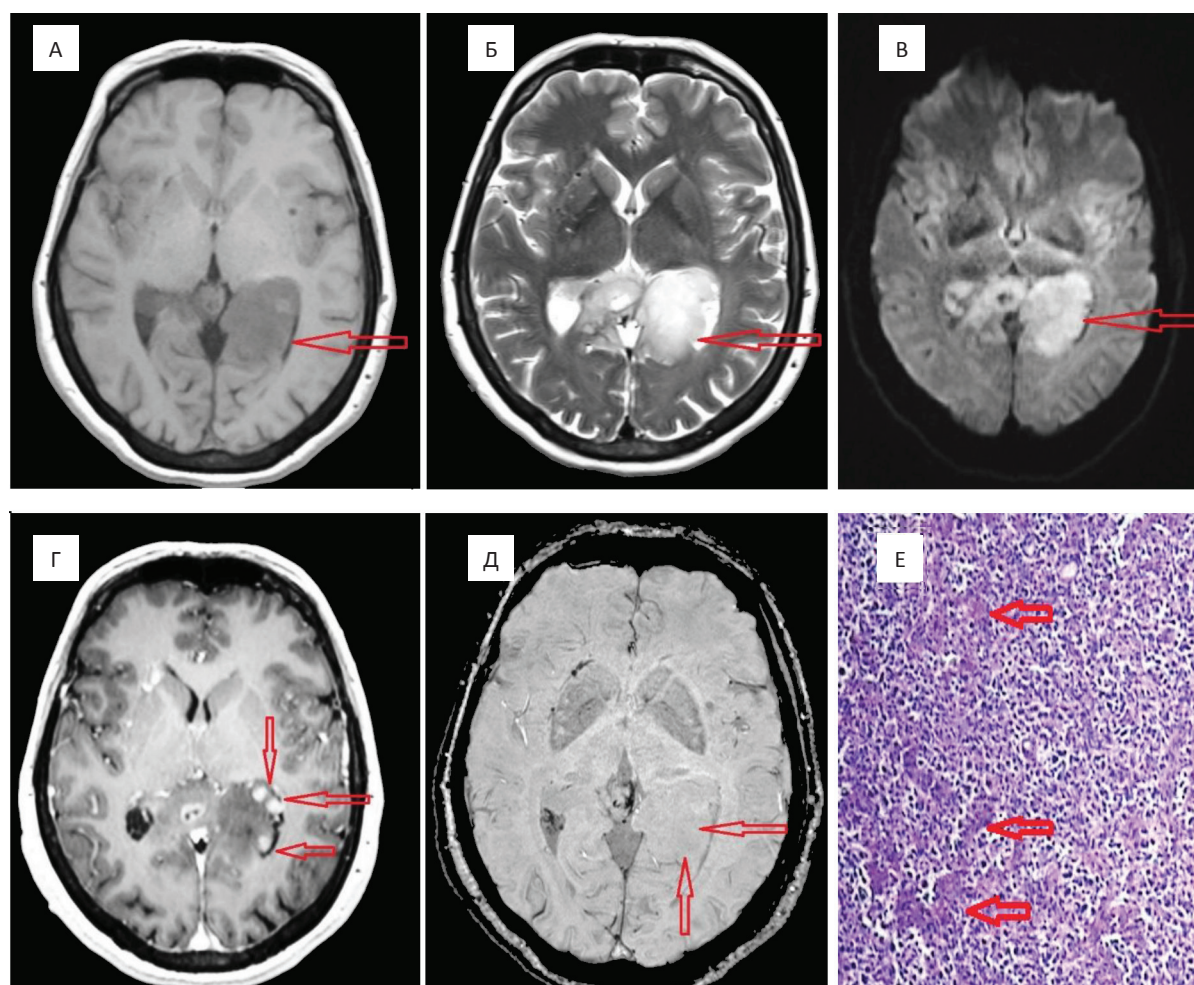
МРТ головного мозга. Первичная лимфома ЦНС. А — в режиме T_1 в медиальных отделах левой затылочной доли определяется объемное образование гипоинтенсивного МР-сигнала — показано стрелками; Б — в режиме T_2 отмечается гиперинтенсивный МР-сигнал — показано стрелками; В — на диффузионно-взвешенных изображениях отмечаются признаки ограничения диффузии — показано стрелками; Г — после внутривенного введения контрастного вещества отмечается неоднородное интенсивное накопление последнего опухолью — показано стрелками;
